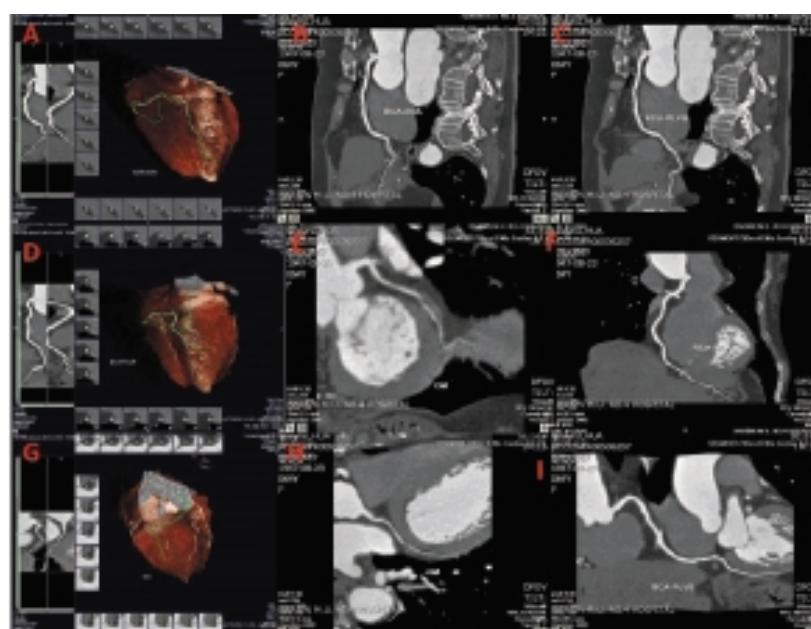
心脏冠脉 CTA:通过积极的预防不良反应的发生,冠脉边缘清晰,图像质量高(A-I)
